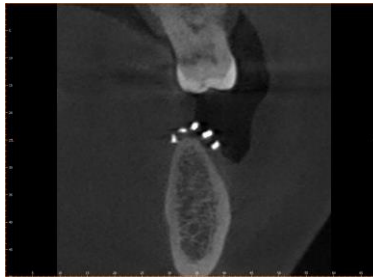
Imagen CBCT con guía modificada
